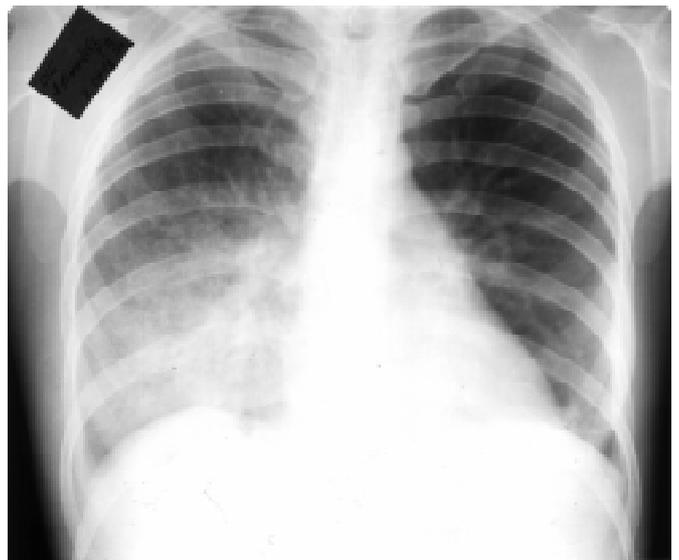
Хвора А., 18 років. Рентгенограма легень з вираженим правостороннім пульмонітом
